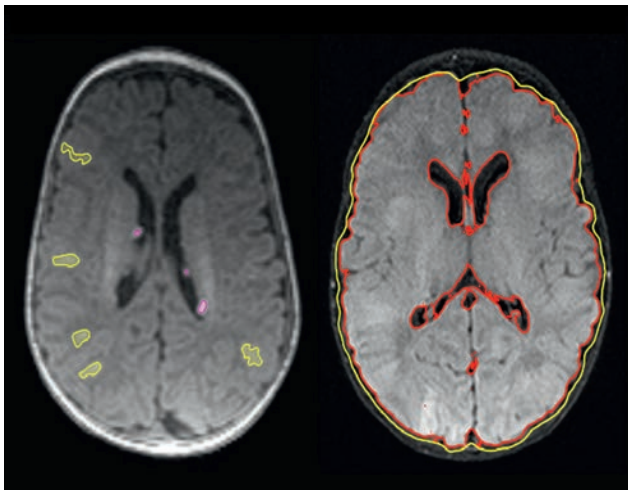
foetale MRI met de volgende TSC-gerelateerde afwijkingen: subcorticale laesies verdacht voor tubers of dysplasie (A en D), subependymale laesies verdacht voor subependymale noduli (B en C).
